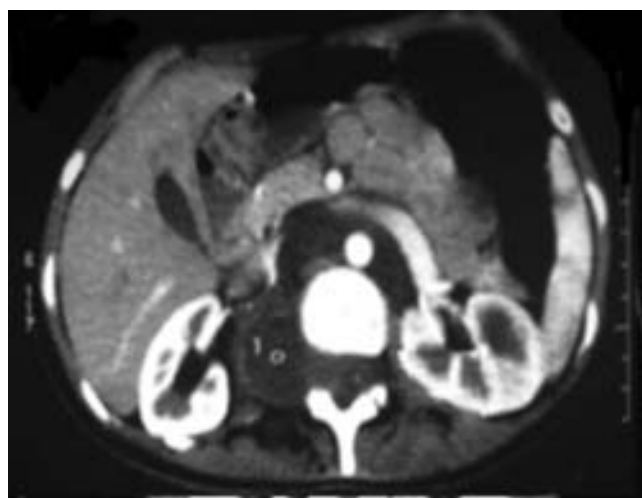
Tomografía de abdomen, corte axial, demostrando lesión hipodensa la cual penetra completamente a canal raquídeo, con imagen en reloj de arena, sin presentar erosión de tejido óseo.
